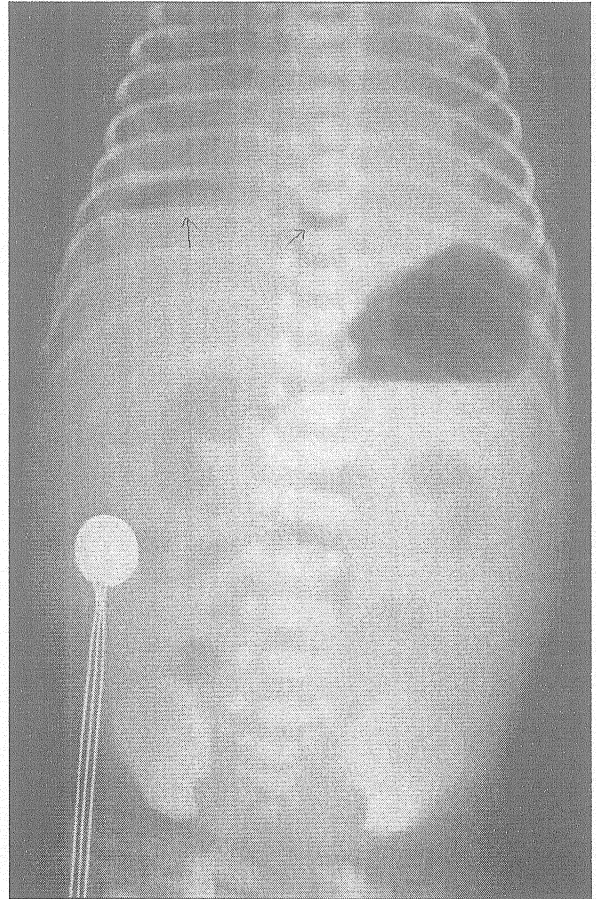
Beřinci olgunun direk grafisinde, karaciđer gölgesi üzerinde üstüste gelmiş hava
